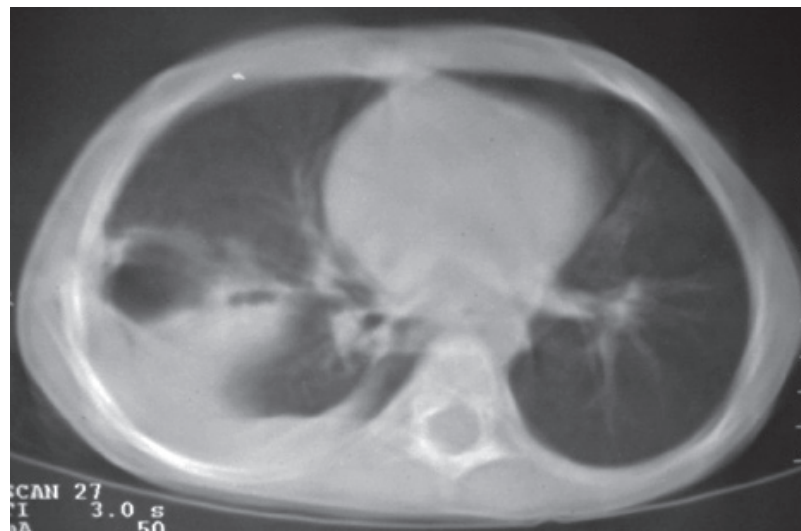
Tomografía de tórax.
